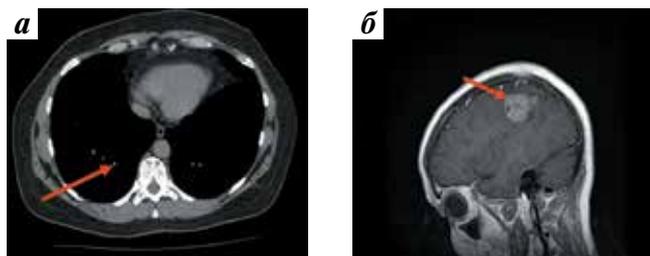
Компьютерная томография легких после проведения 6 курсов лечения пазопанибом (а): стабилизация процесса в легких — отсутствие роста метастатических очагов (стрелка); магнитно-резонансная томография головного мозга через 18 мес после первичного удаления метастатического очага (б): отмечен рецидив метастатической опухоли (стрелка)
